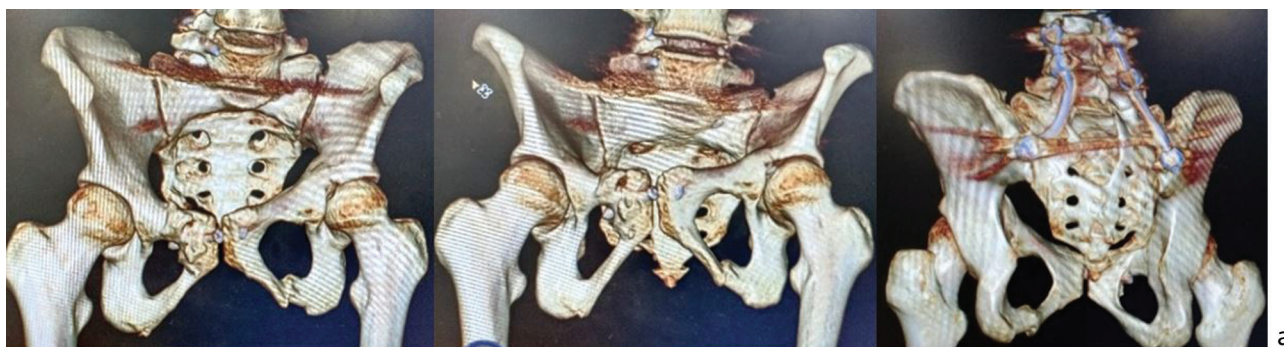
Компьютерные томограммы таза, шесть месяцев после операции: а — 3D-реконструкции
